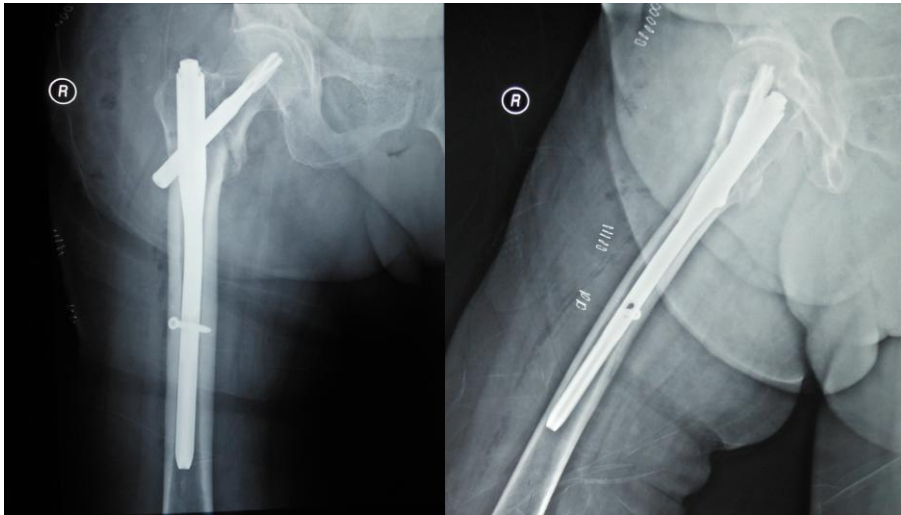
Postoperatif direkt radyografisi
